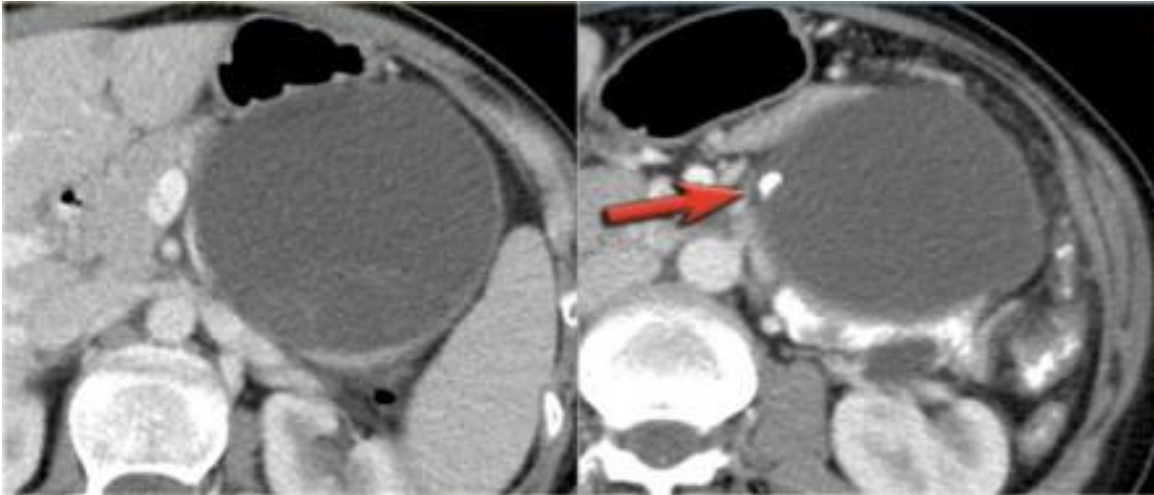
CT scan show MCN internal septation in left picture, (red arrow) calcified wall of MCN
